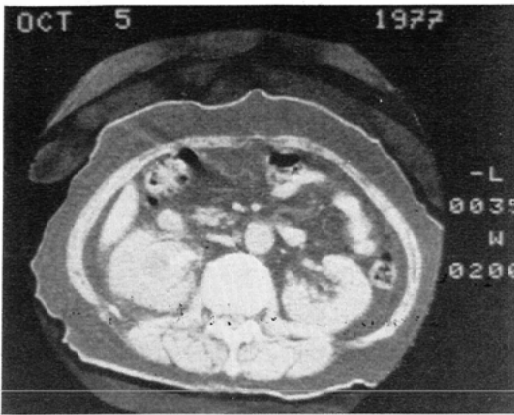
Case J. Renal abscess. T.M. a 34-year-old man with proteinuria. CT image Homogeneous lesion with slightly lower density is seen within the left kidney.
